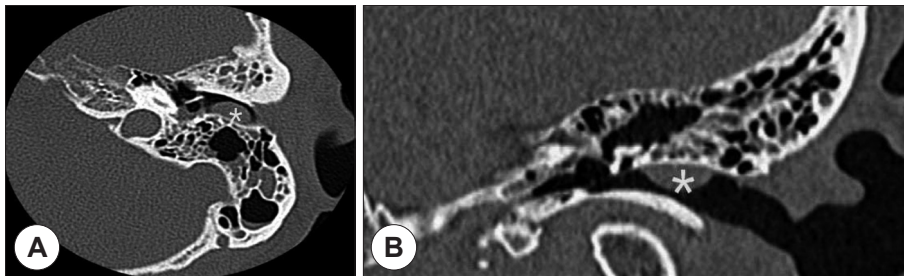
A preoperative axial (A) and horizontal (B) CT view : Soft tissue density lesion (*) on Lt. EAC without bone erosion was noted.
